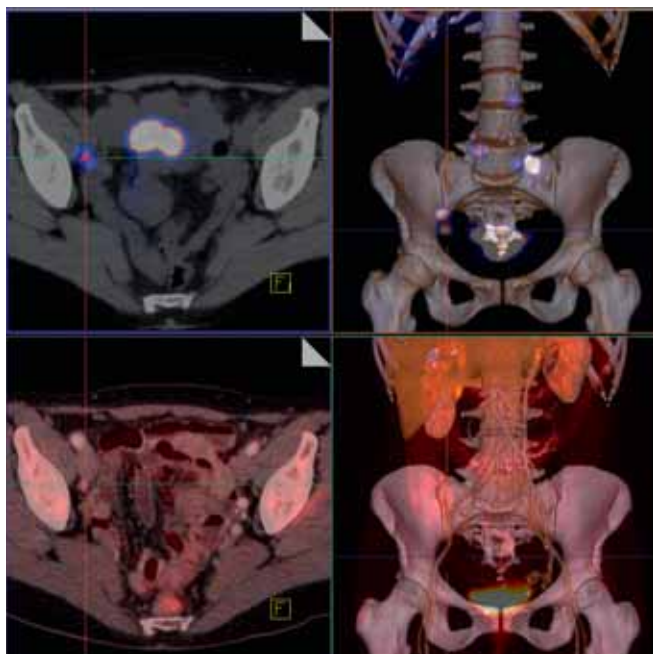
SPECT/CT mit Identifikation eines Sentinellymphknotens im Bereich der Arteria iliaca externa rechts
